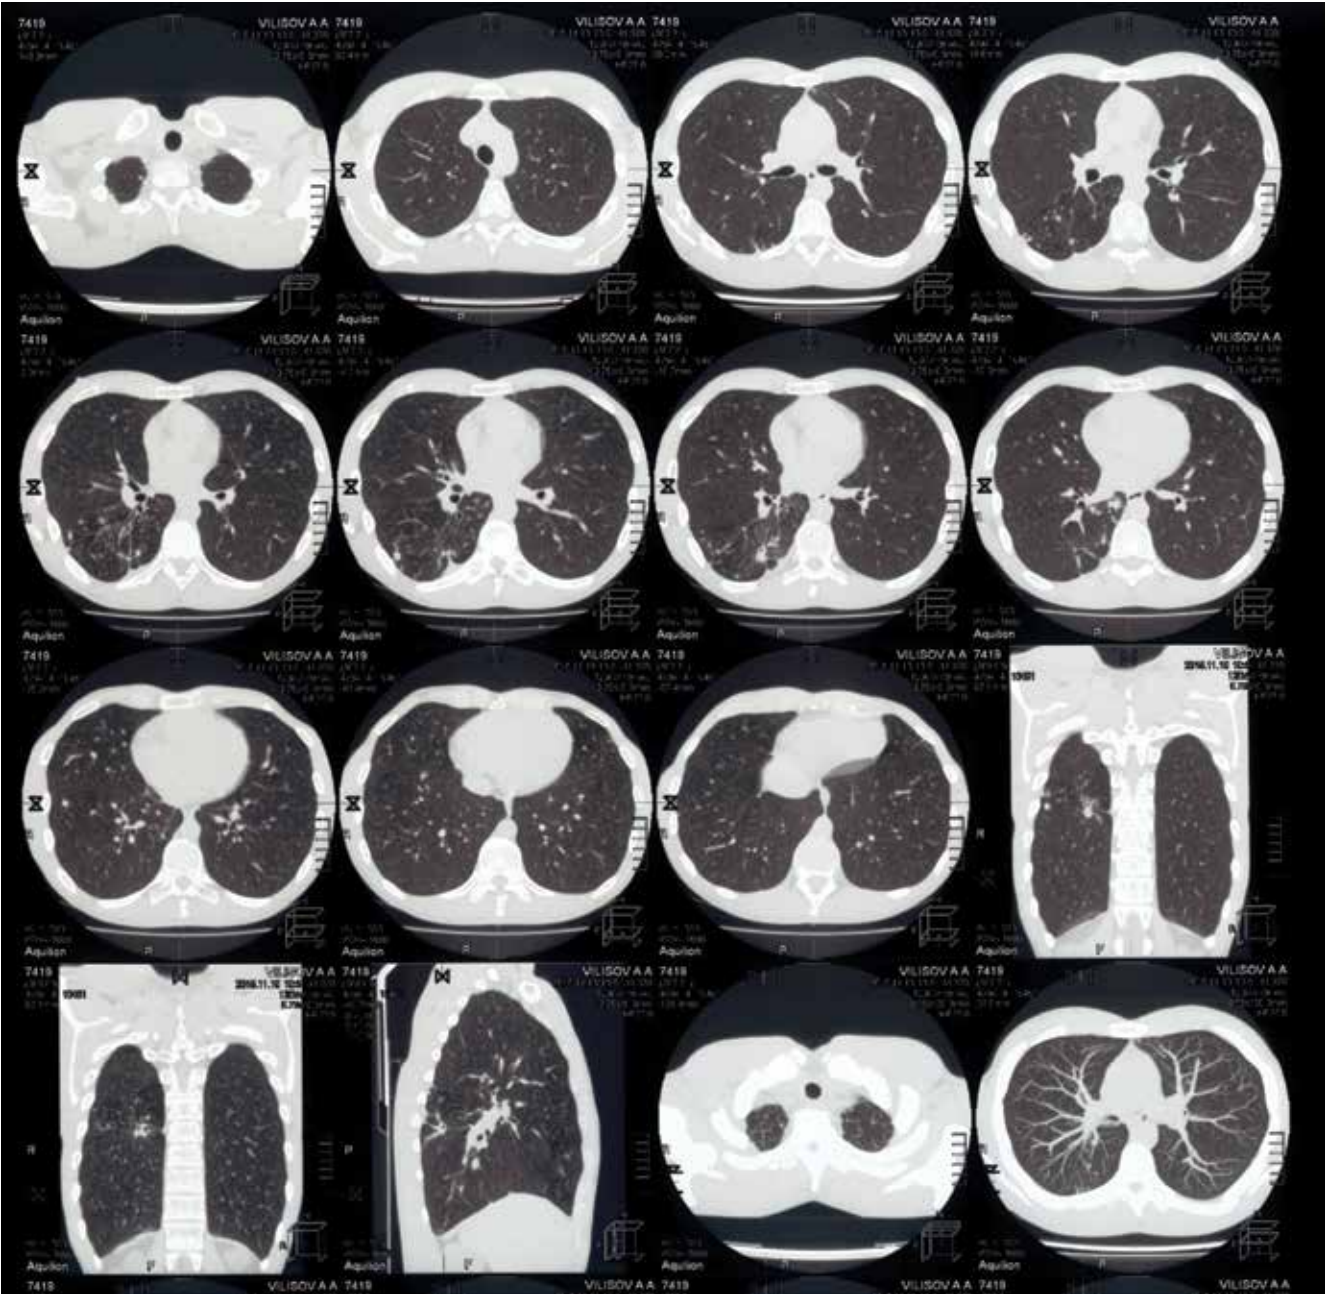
МСКТ-исследование от 10.11.2015 г.
